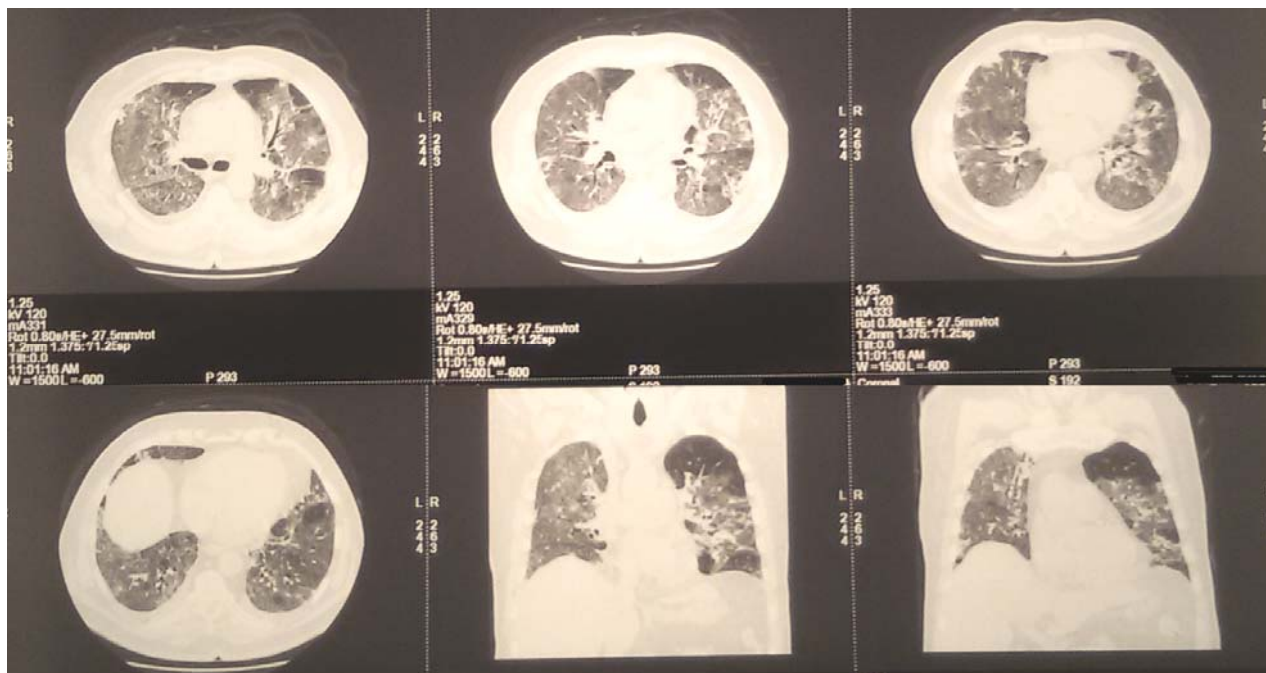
Комп'ютерна томографія хворого
